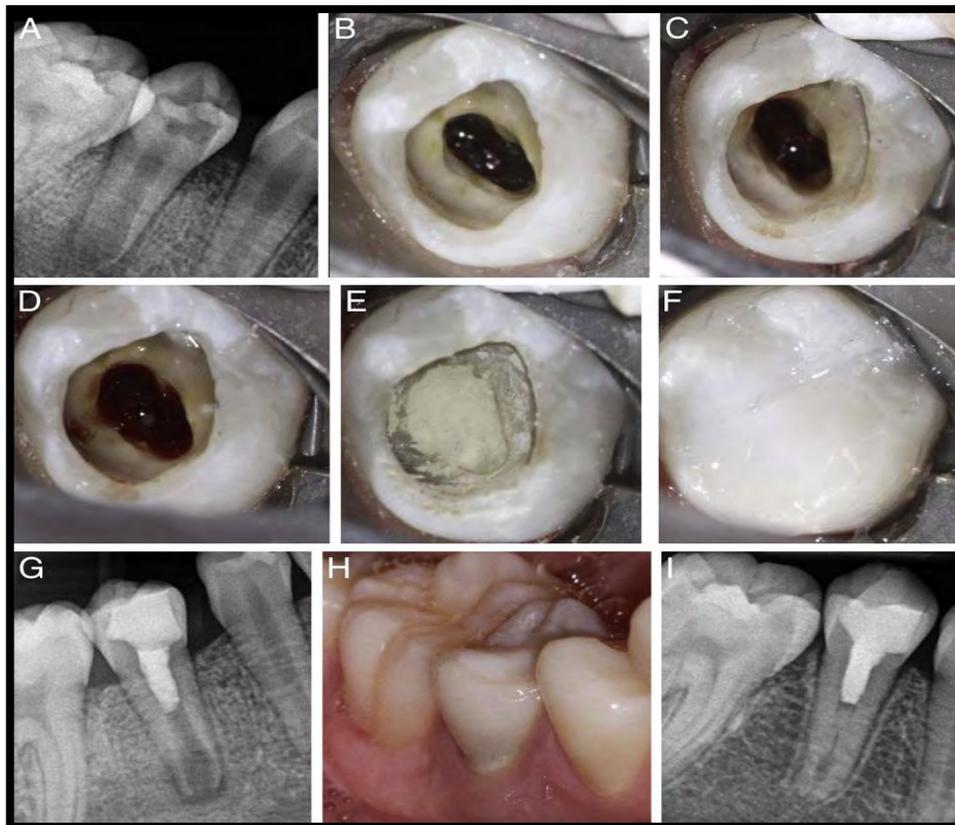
Imágenes de un procedimiento endodóncico regenerativo. (A) Radiografía periapical de un segundo premolar inferior derecho con caries profunda. (B) Colocación de pasta triple antibiótica (C) Evidencia de tejido vital en apical después de remover con irrigación la pasta antibiótica (D) Formación del coágulo sanguíneo (E) Colocación de MTA blanco (F) Restauración con resina (G) Radiografía periapical donde se muestra la colocación del MTA y el sellado coronal con resina (H) Fotografía 14 meses después del tratamiento mostrando una línea de pigmentación en cervical del diente (I) Radiografía periapical 14 meses después del tratamiento, se aprecia el engrosamiento de las paredes del conducto. Fuente: Law A. Considerations of regenerative procedures. J Endod 2013.
